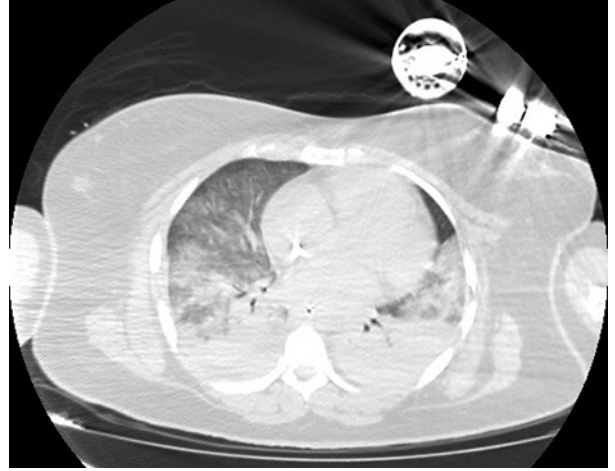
Pulmonary bleeding findings in Torax CT
